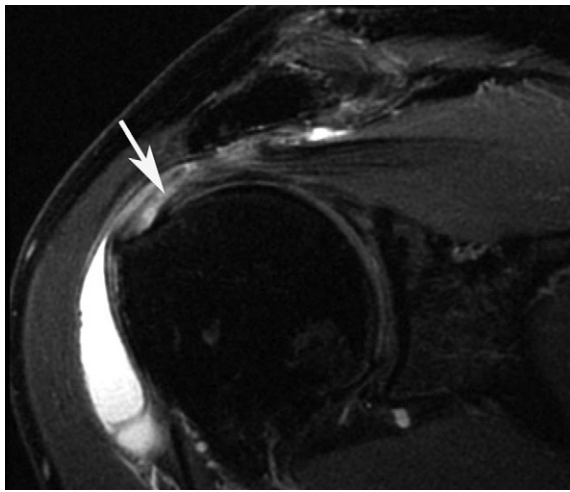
Rupture (flèche) de la face bursale du supraépineux disséquant le tendon jusqu'à son enthèse et bursite sous-acromiale sévère en IRM.
